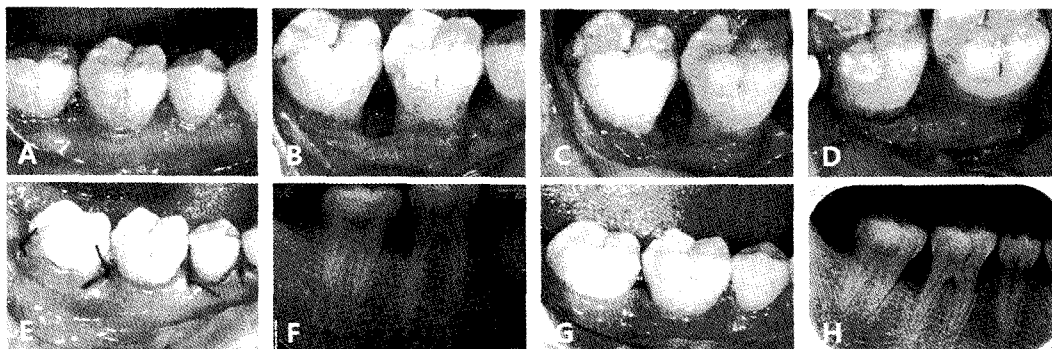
A, F. 술전 임상 및 방사선 사진으로 하악우측 제1,2대구치 사이의 깊은 치주낭이 존재. B. 치간부의 협설측의 넓이가 넓은 2벽성 결손부가 존재. C. 골이식재를 위치시킴. D. 골결손부의 모양이 깊이보다는 넓이가 넓어서 골이식재를 보호하고 재생을 위하여 차폐막을 위치시킴 E. 봉합후 모습 G, H. 술후 1개월 후의 임상 및 방사선 사진.
